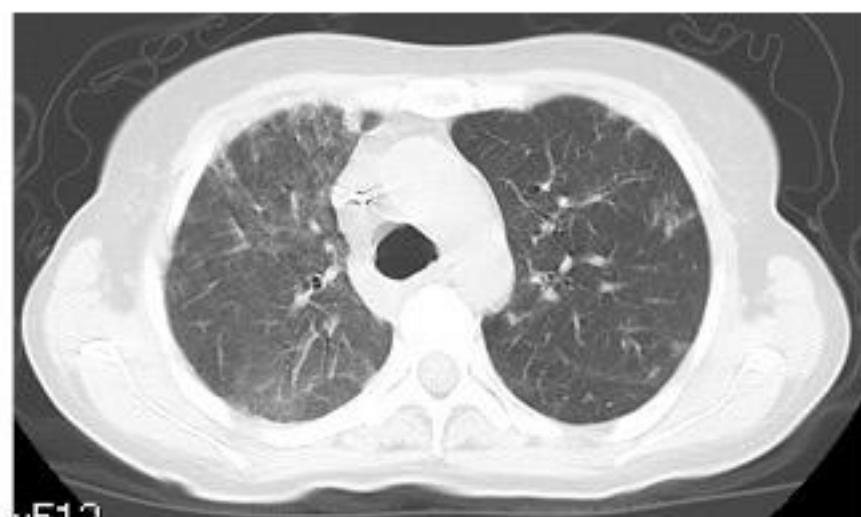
СКТ органов грудной клетки от 16.03.2010 г.
